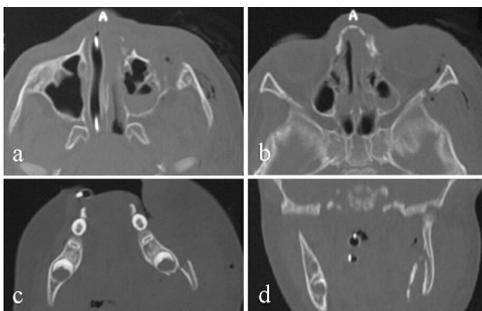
Axiale CT-Schichten der NOE-Trümmerfraktur mit dislozierter Jochbeinfraktur li (a-b); dislozierte UK-Fraktur li in der axialen (c) und koronaren (d) CT-Schicht
